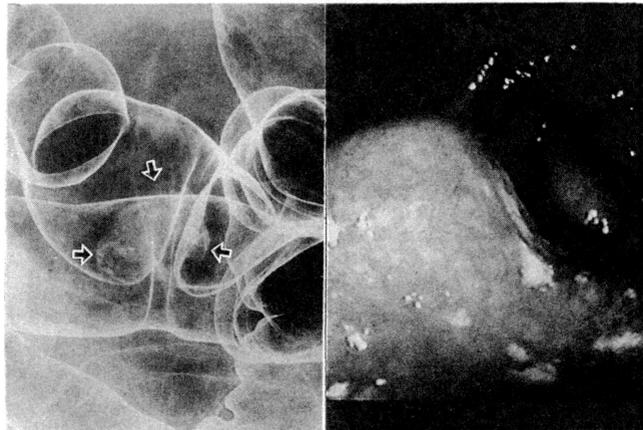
症例4 注腸X線および内視鏡所見。s状結腸に径25mmのI型隆起をみる。
